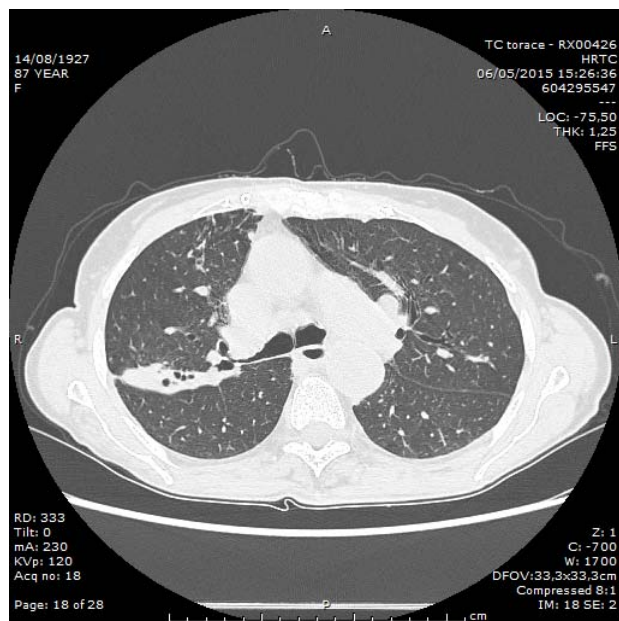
TC torace a 8 mesi dall'inizio della terapia
